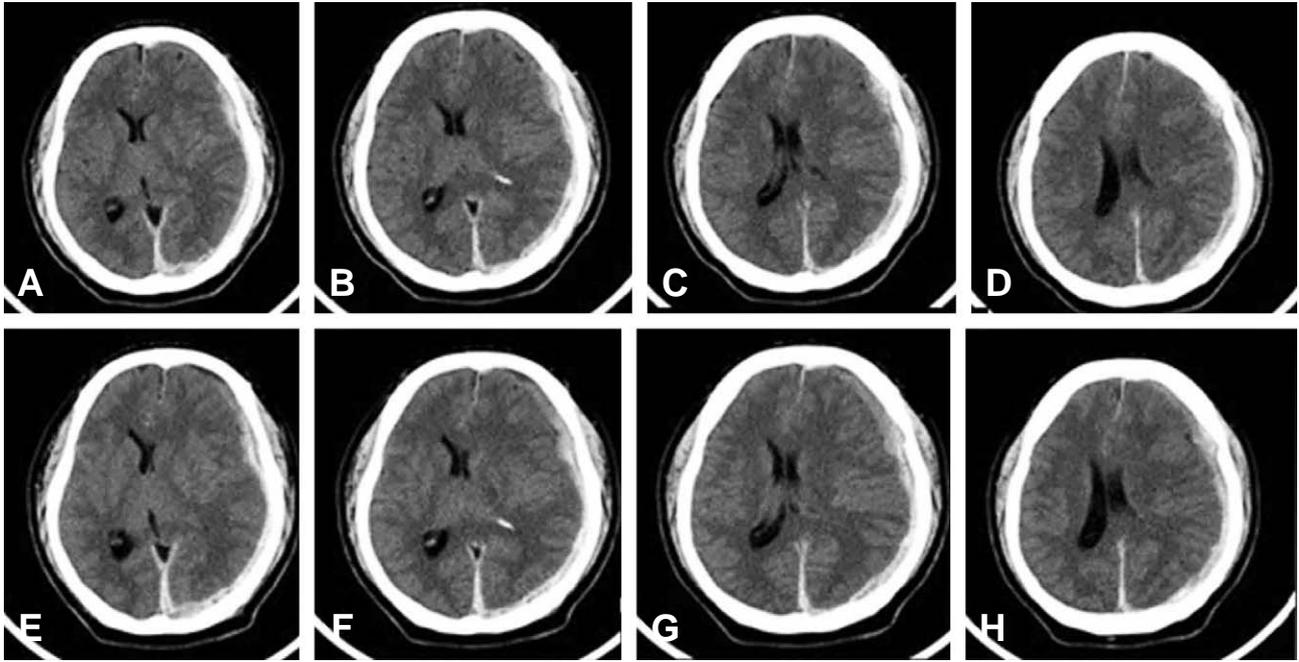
A, B, C, D. Initial CT brain. Acute subdural hematoma on left frontotemporoparietal with midline shifting was noted. After 3 hours later, CT brain changed to E, F, G, H. Acute subdural hematoma was increased and midline shifting was worsen
